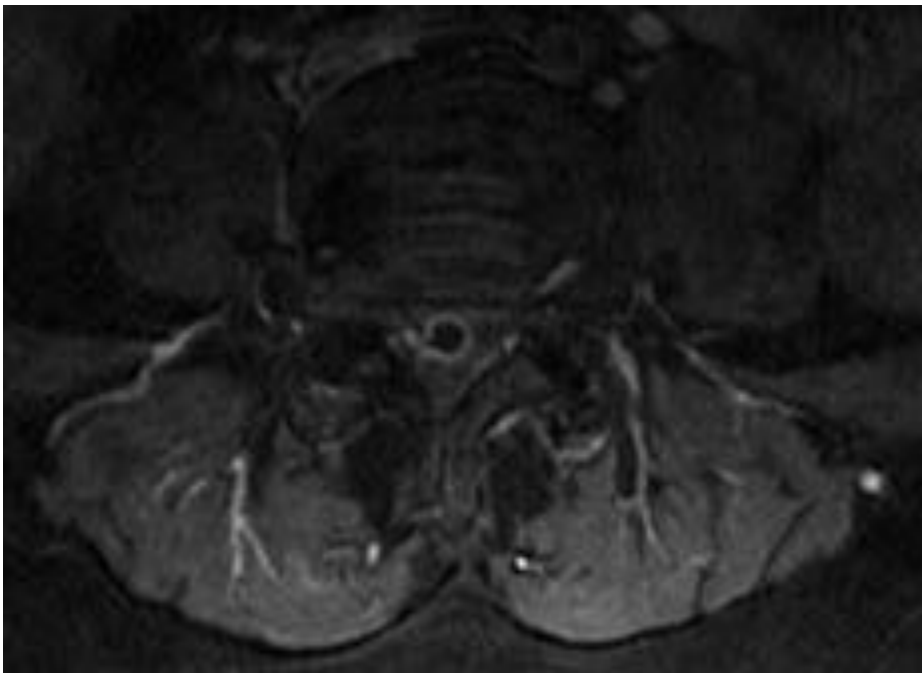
Caso clínico 1. Paciente que refiere dolor en ambas piernas y adormecimiento de meses de evolución que ha ido empeorando. RM Axial T1 con contraste, donde se aprecia realce periférico del quiste sinovial facetario.
